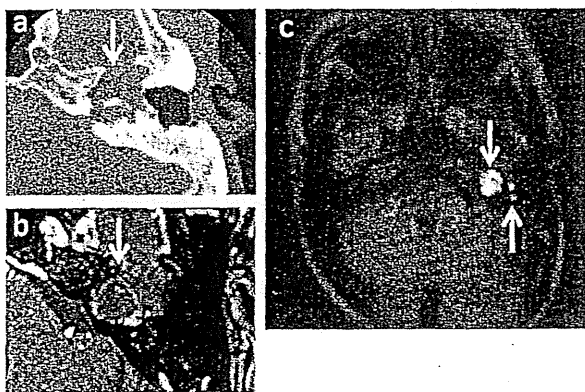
Follow-up CT and MRI of petrous apex cholesteatoma
